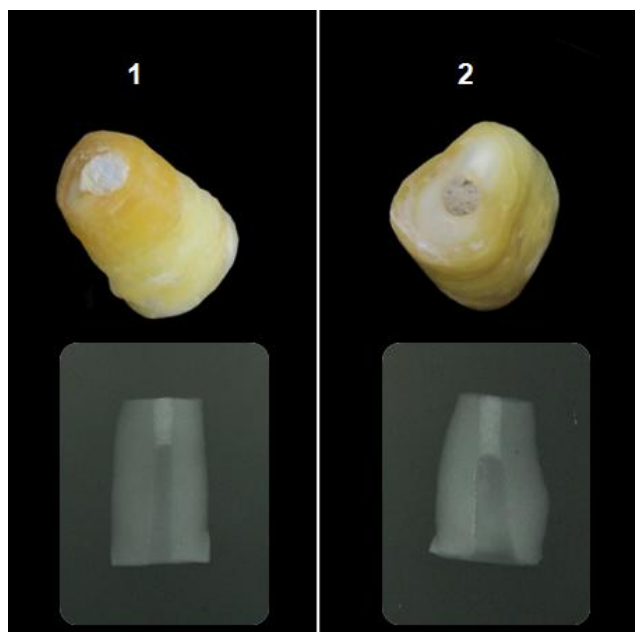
Segmentos radiculares preenchidos pelos tampões apicais e respectivas radiografias periapicais. MTA (1) e CEBP (2)
